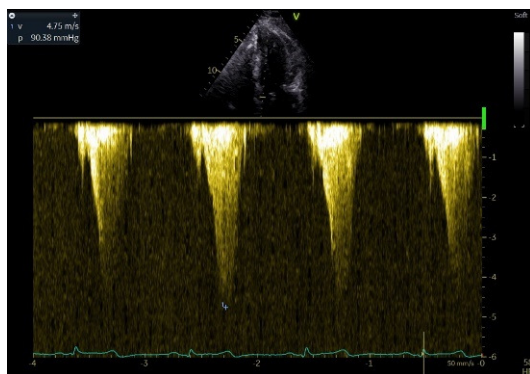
Ecocardiografie transtoracică, Doppler continuu: gradient presional de 90mmHg la nivelul TEVS, cu aspect de „lamă de sabie“, la un pacient cu CMH obstructivă
